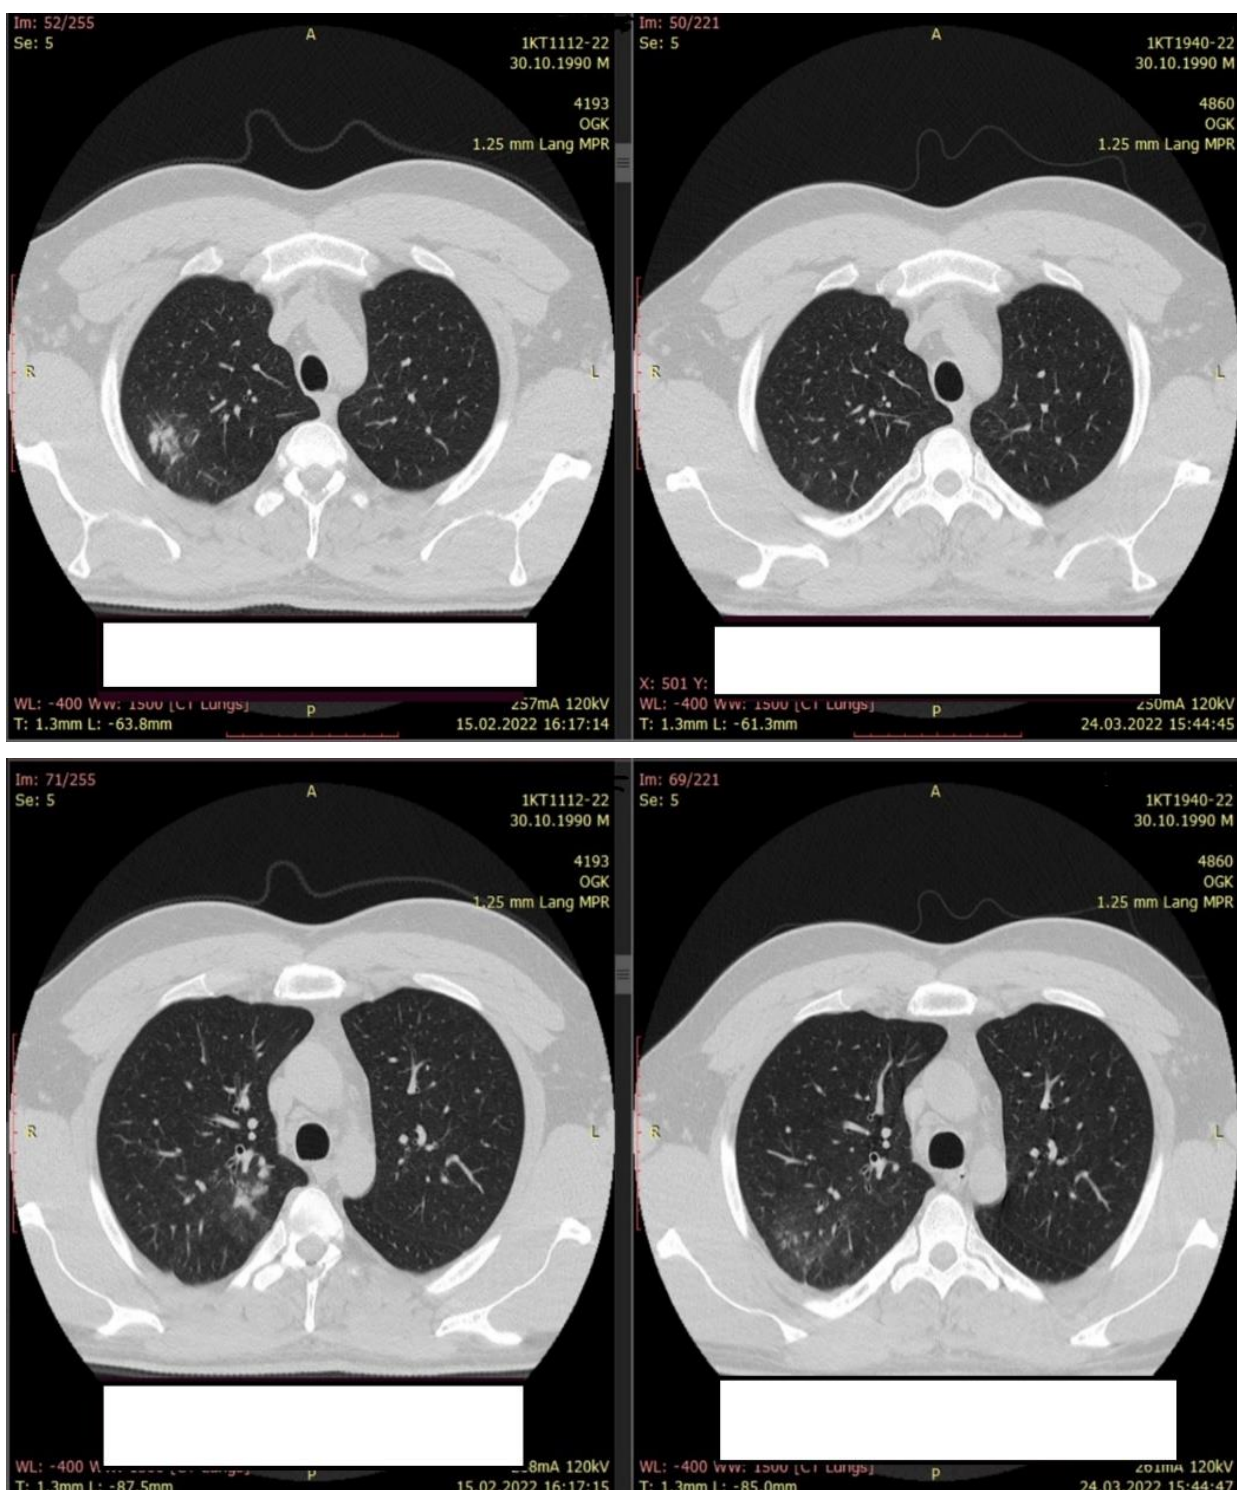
Динамика КТ-ОГК февраль – март 2022 года
